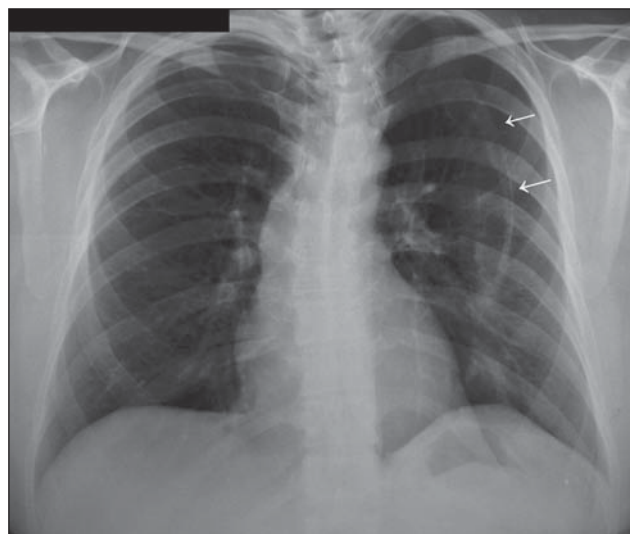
Radiografia de tórax em posteroanterior demonstrando imagem de densidade óssea, com cortical e medular, de convexidade lateral, redução progressiva de suas dimensões no sentido craniocaudal, localizada no terço superior e médio do hemitórax esquerdo, associada a escoliose torácica.
